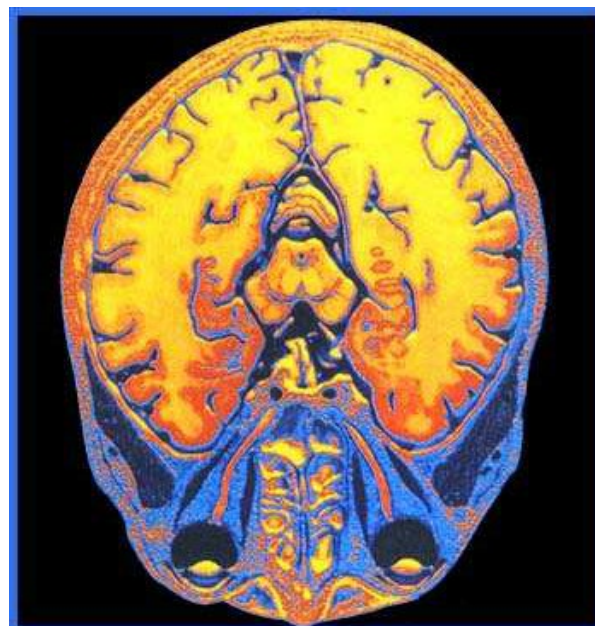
Resonancia magnética cerebral de PWS
